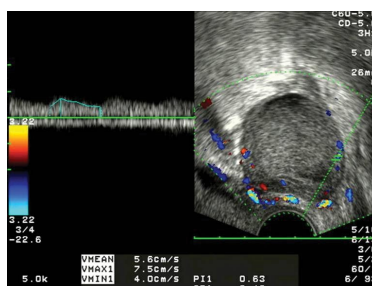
Ecografía transvaginal con Doppler color que muestra un quiste ovárico de contenido ecogénico homogéneo, patrón que se observa en las primeras horas después de la hemorragia y que obliga a hacer diagnóstico diferencial con los quistes endometriósicos. El Doppler pulsado muestra un índice de resistencia bajo que se observa con frecuencia en los quistes funcionales hemorrágicos. El estudio ecográfico post-menstrual mostró normalización ovárica.
